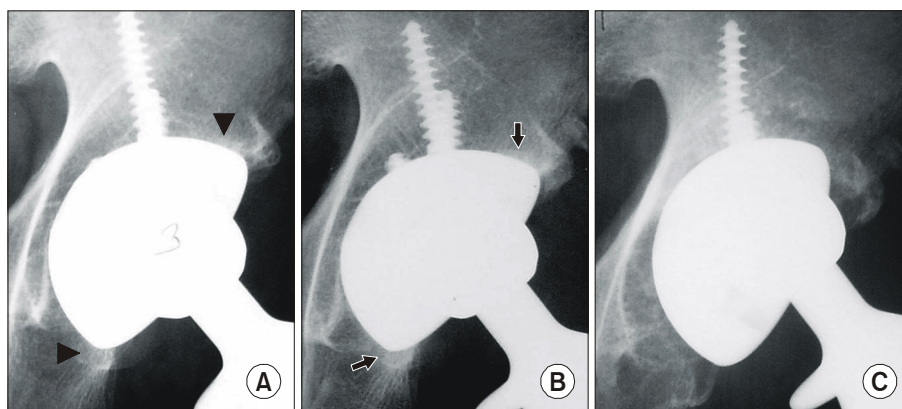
Serial radiographs demonstrate loosening of the acetabular component. (A) Three months after surgery, definite spot wells are not seen, but trabecula of the acetabulum to the cup surface are observed (arrow head). (B) Six months after surgery, spot wells are seen at zone 1 and 3 (arrow). (C) Six years after surgery, loosening of the cup developed.
